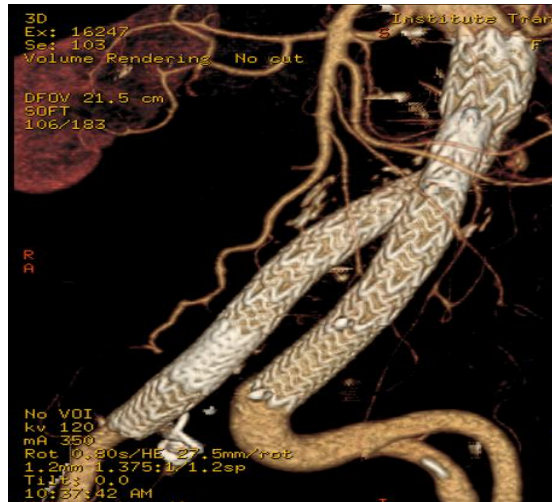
МСКТ з 3-D реконструкцією. Подовжувач ніжки добре прилягає до стінки артерії, аневризматичне розширення правої ЗагЗА виключено з кровотоку; затікання контрасту в АМ немає.
